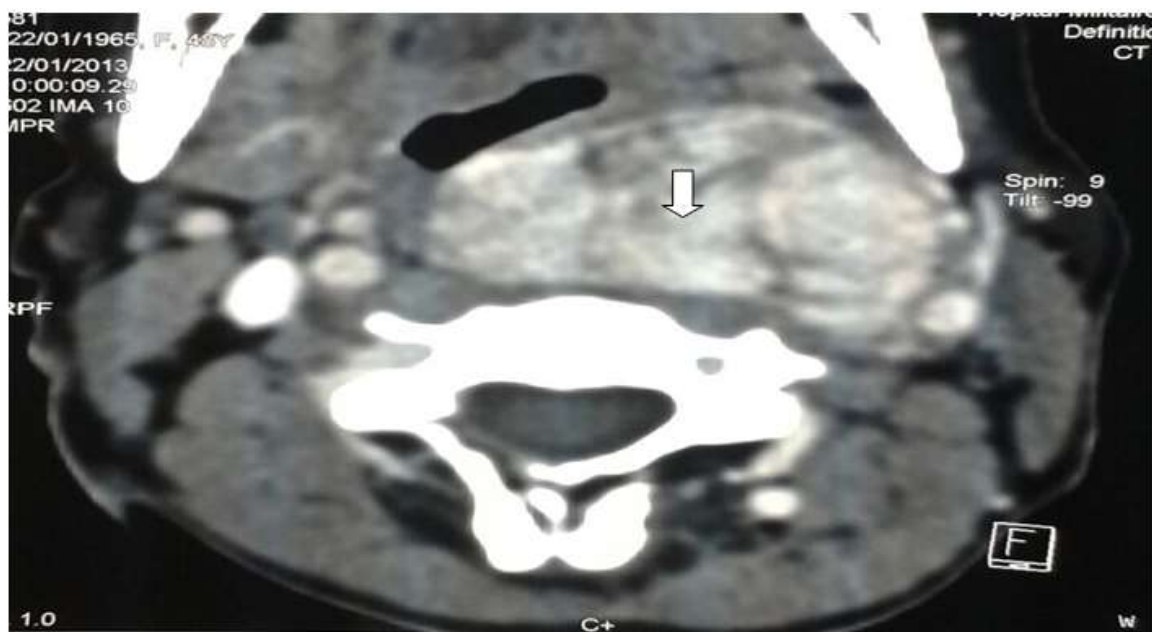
TDM cervicale, coupe axiale, montre une masse tissulaire au niveau de la région jugulo-carotidienne gauche (flèche), se rehausse de façon manifeste après injection du produit de contraste. (Iconographie Pr Alaoui).
